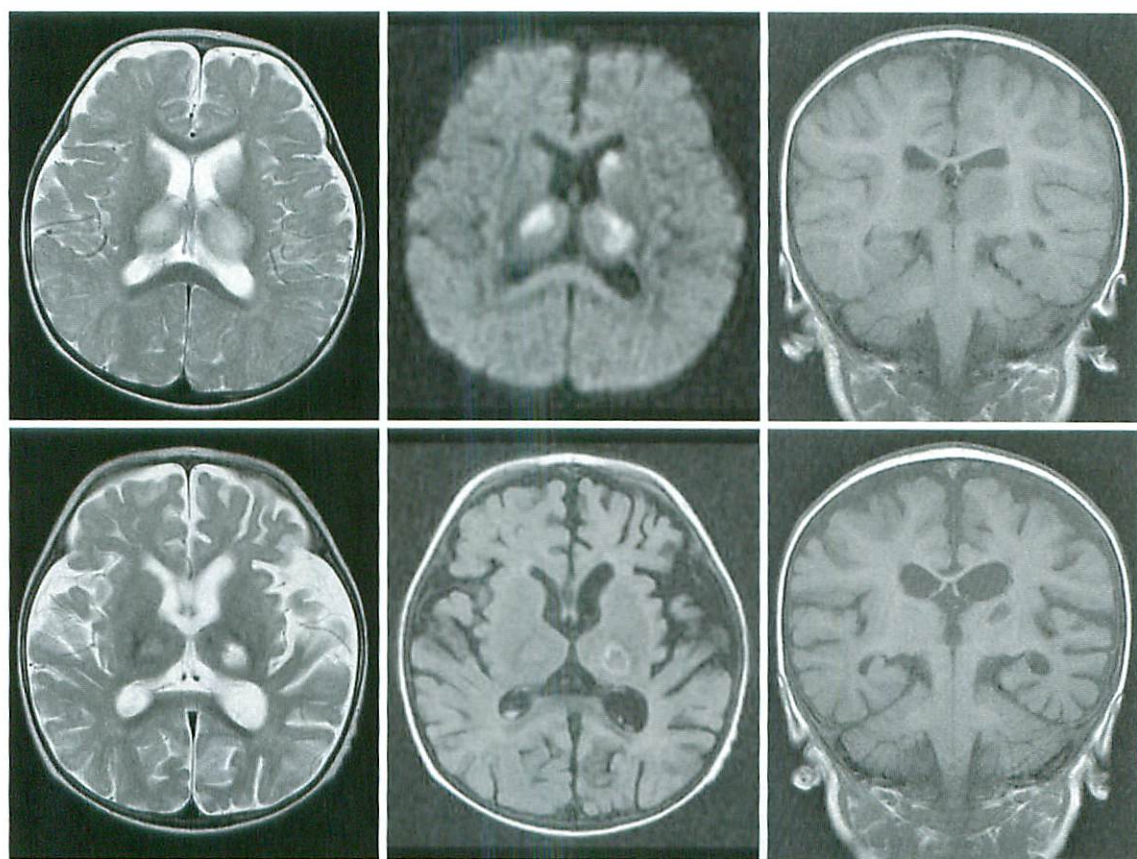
9-month-girl with acute necrotizing encephalopathy associated with HHV-6 infection. MRI on day 2 (a～c) shows T1 and T2 prolongation, and bilateral reduced diffusion in the thalamus, internal capsule and caudate head nucleus. Cystic changes are seen in the thalamus on day 15 (d～f).
